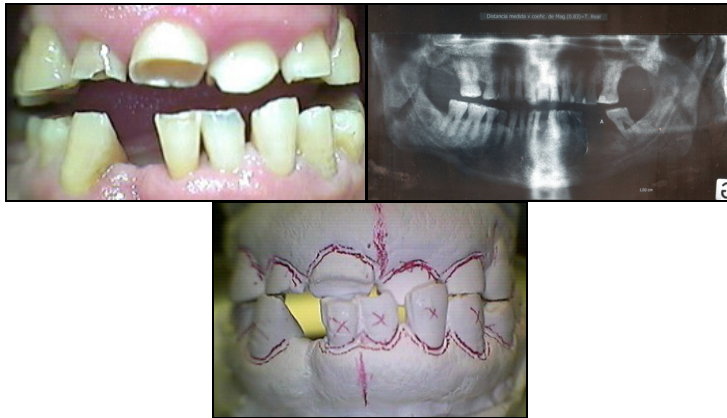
Diagnóstico: Fotografía, Ortopantomografía y Modelo de estudio
